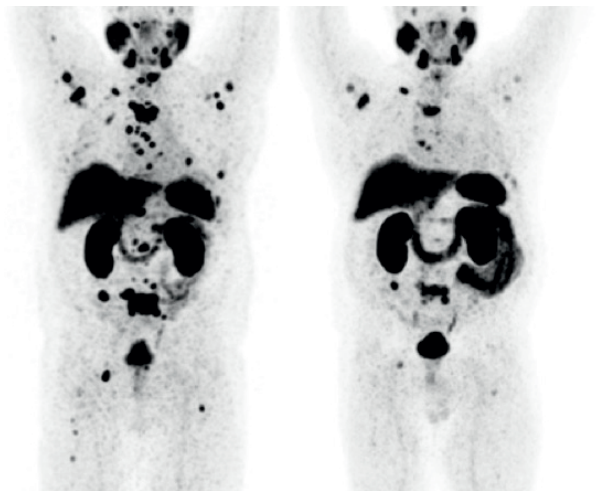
[177Lu]LuTetium-PSMA Therapie
